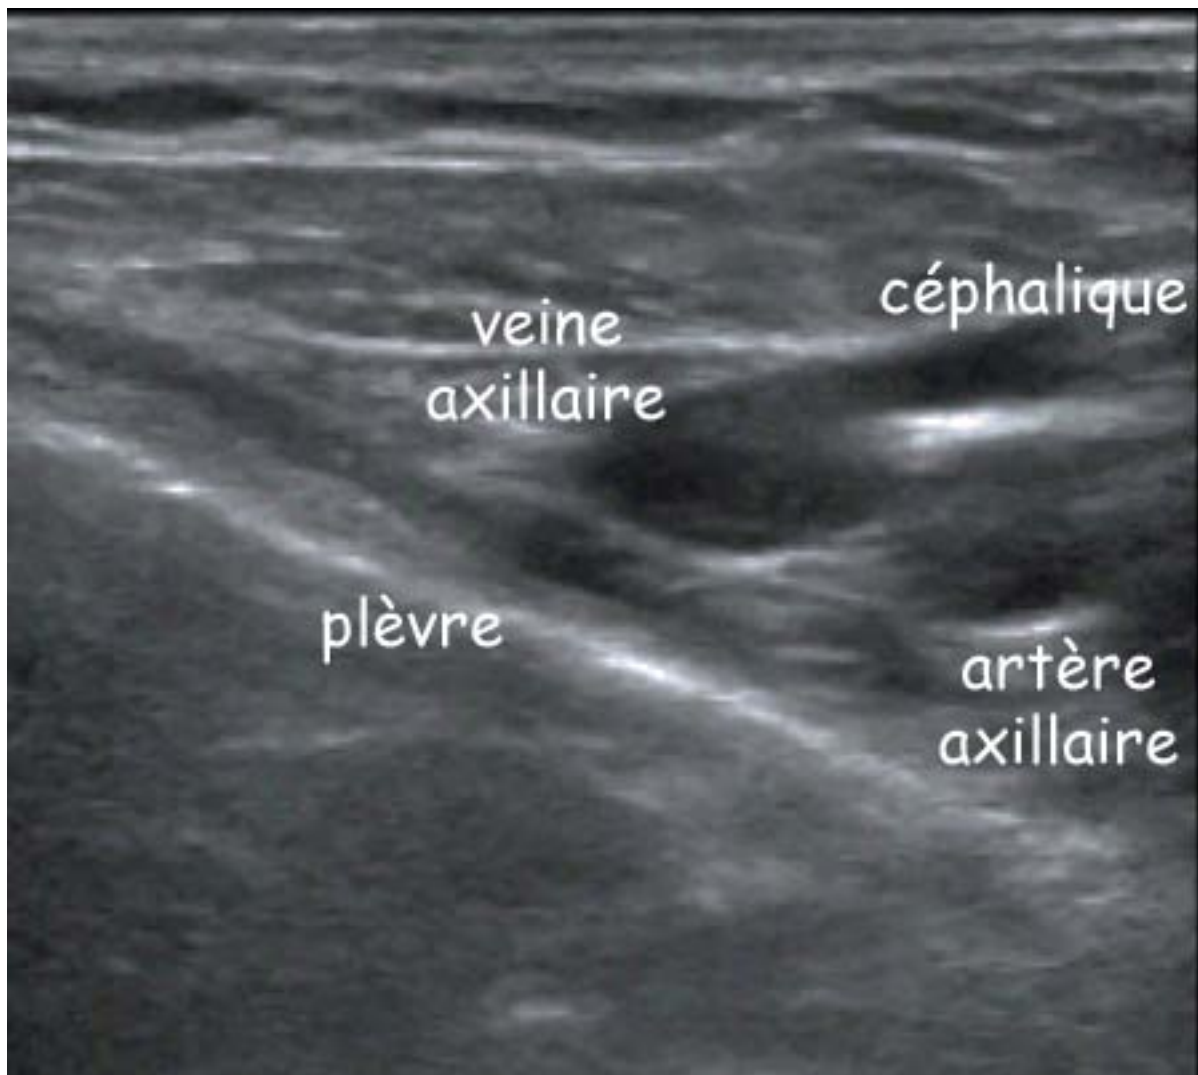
Coupe échographique à 90° du sillon delto-pectoral à gauche montrant la veine axillaire, la crosse de la céphalique et l'artère axillaire.
